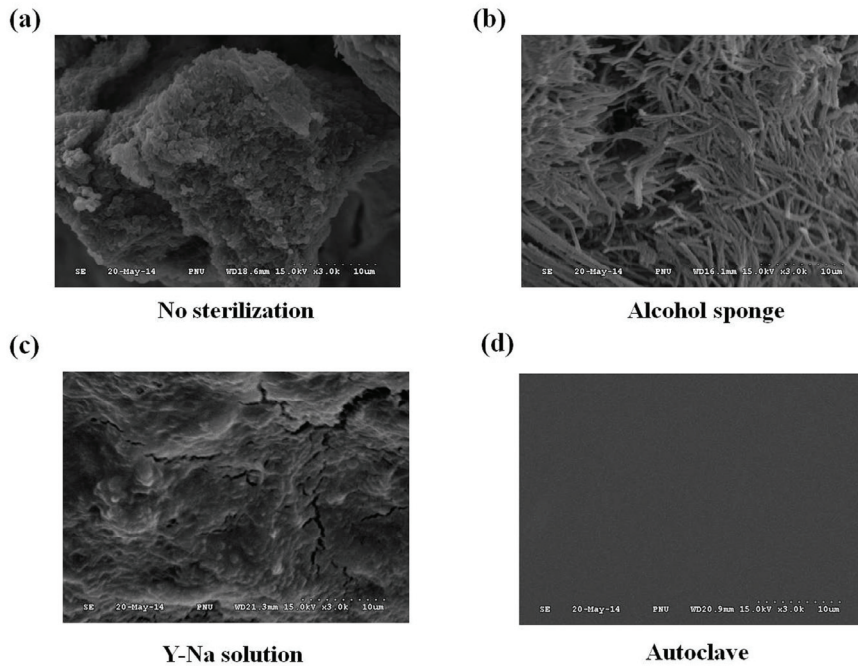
SEM findings of attached bacteria on the ultrasonic scaler
